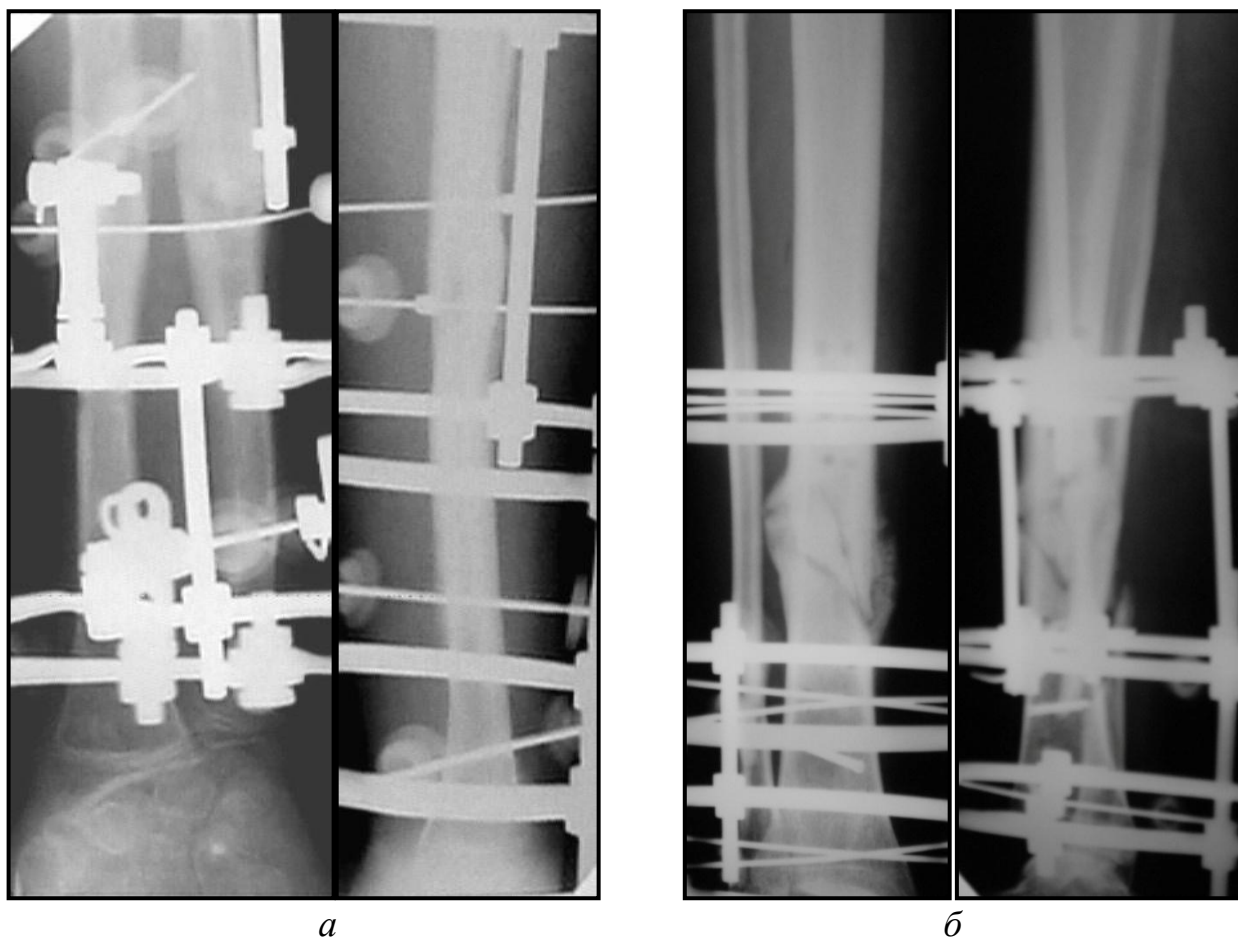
Рентгенограмма костей левого предплечья в двух проекциях (*а*) и костей правой голени (*б*) после реконструкции с применением наружного чрескостного остеосинтеза.
